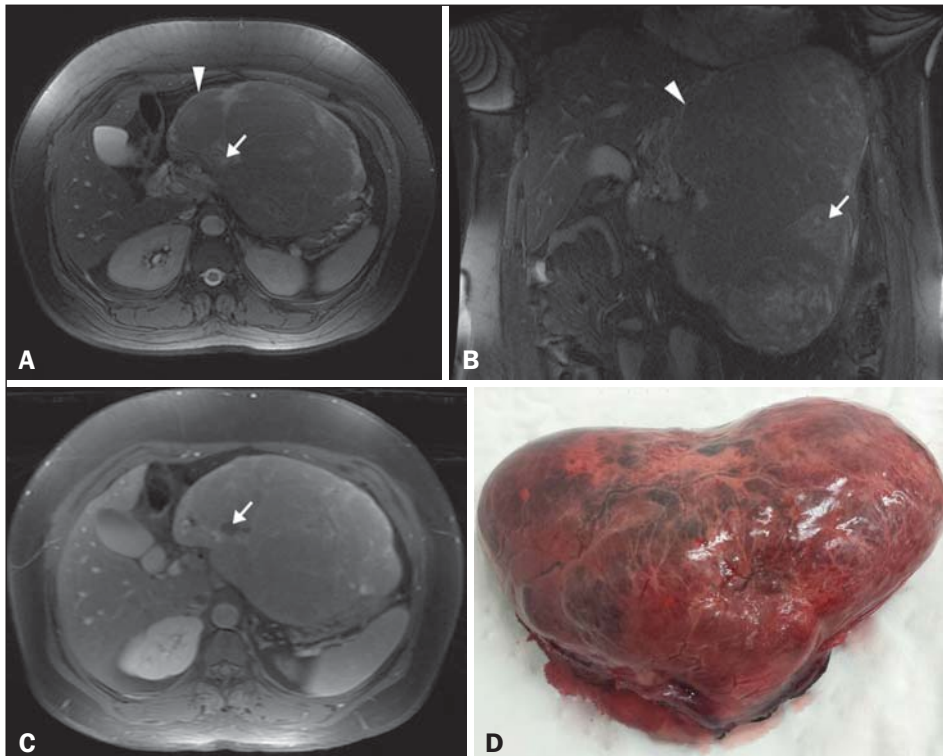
A,B: RM aquisição FIESTA com supressão de gordura, cortes axial e coronal. Lesão expansiva sólida localizada no epigástrio, encapsulada (cabeça de seta), heterogênea, de contornos lobulados, com áreas hiperintensas (seta) compatíveis com áreas de necrose. C: RM aquisição T1 com supressão de gordura após infusão intravenosa de contraste paramagnético. Impregnação difusa e heterogênea da massa tumoral pelo contraste paramagnético. Áreas sem impregnação compatíveis com área de necrose (seta). D: Exame macroscópico. Espécime recebido em formalina, designado como produto de hepatectomia esquerda, consta de fragmento de fígado que pesou 2.354 g e mediu 23 × 17 × 11 cm, de formato irregular, superfície externa acastanhada, lisa e com área cruenta que mediu 10 × 6 cm.
